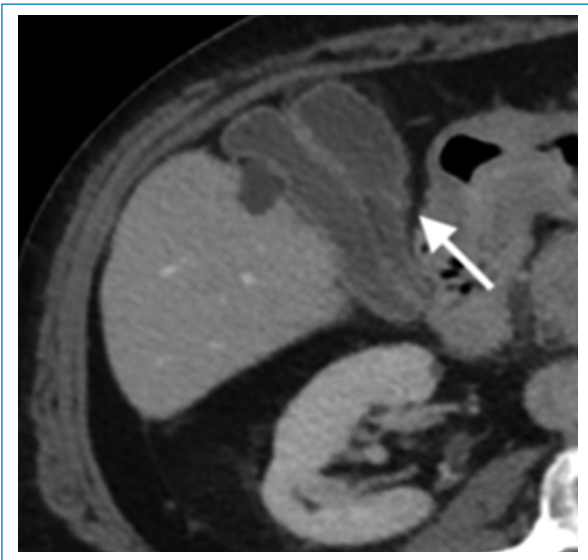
Mujer de 56 años en estudio por imagen focal hepática. TC de abdomen con contraste endovenoso, fase portal, plano axial, que evidencia una vesícula de localización intrahepática (flecha). Además, se observa líquido perihepático (flecha punteada).
